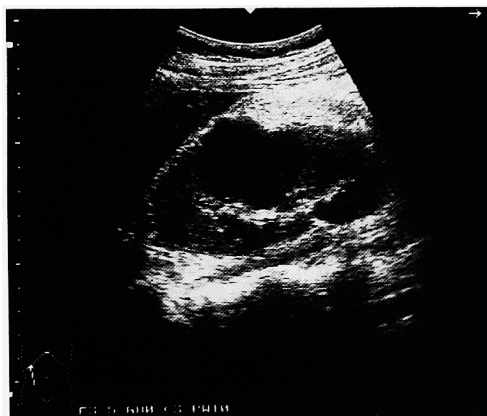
症例1 a 入院5日目の超音波検査. 内部エコーの出現と debris の沈殿を認める.
